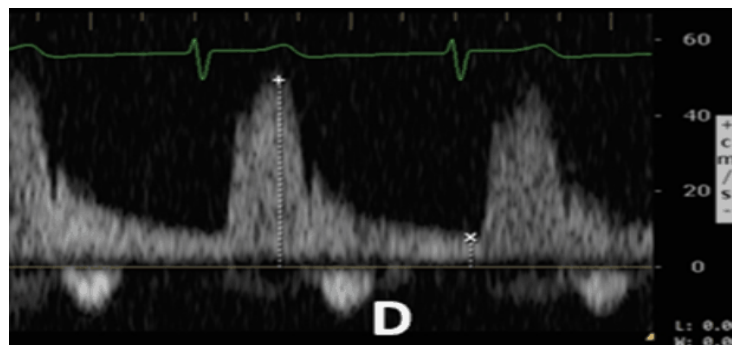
Anomalia grave del Doppler pulsado de la vena intrarrenal: flujo monofásico. Onda D.
